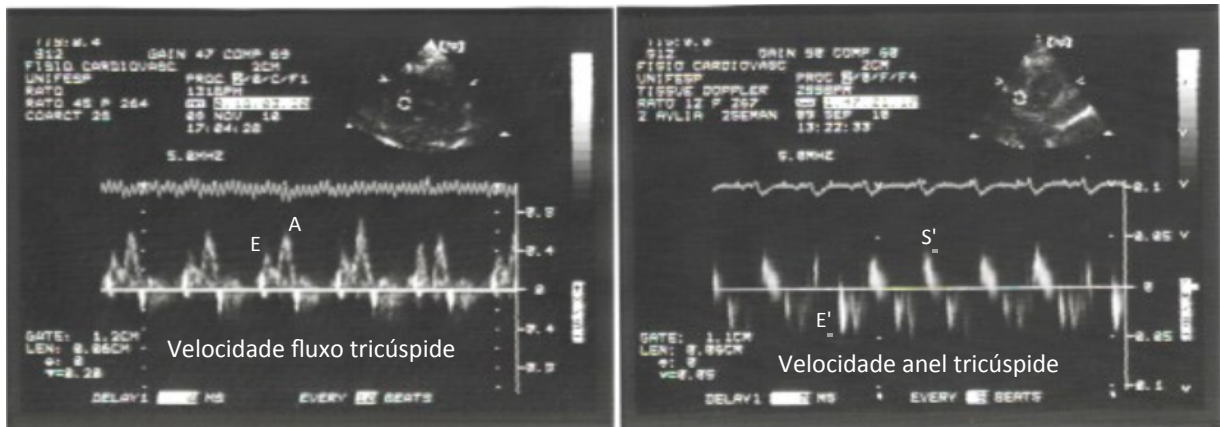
Em A o traçado de velocidade do fluxo diastólico tricúspide com Doppler pulsátil que demonstra as ondas E e A. Em B traçado da velocidade do deslocamento do anel lateral da valva tricúspide; observe a onda diastólica inicial E' e a onda sistólica S' usada como índice de função sistólica.
